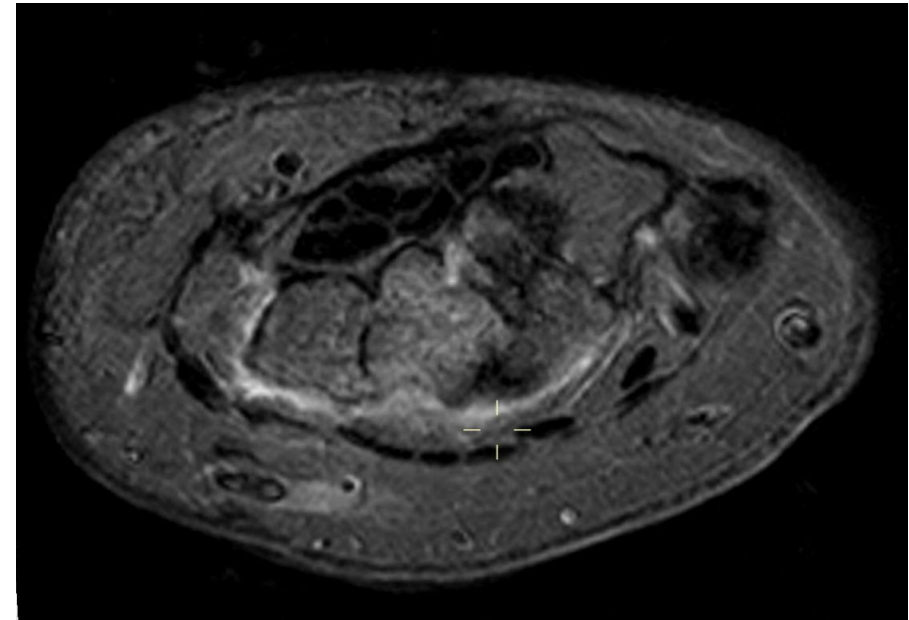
RM. Edema óseo y erosiones en huesos del carpo de la misma paciente. Imagen propiedad del Servicio Andaluz Salud.
